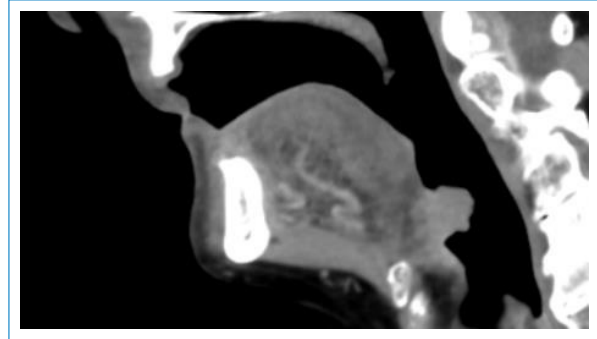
Lesão vegetante na base da língua à direita em TC (corte sagital) antes da RT.
